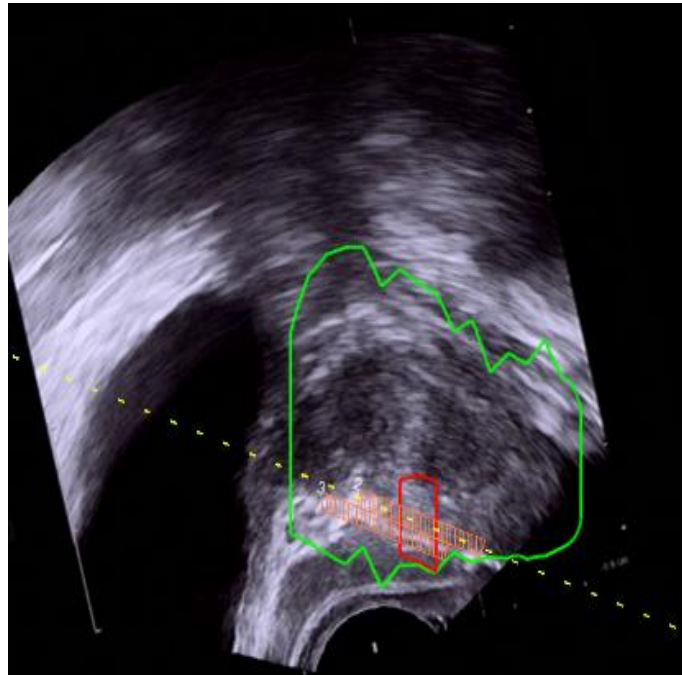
Echtzeitaufnahme (BioJET™-Navigationsprogramm) des transrektalen Fusionsultraschallbildes mit eingezeichneter Prostatakantur (grün) sowie malignitätssuspektem Areal (rot) und der durchgeführten Biopsiezylinder (orange) während der MRT/TRUS- Fusionsbiopsie (Punktionsachse- gelb gestrichelte Linie)
